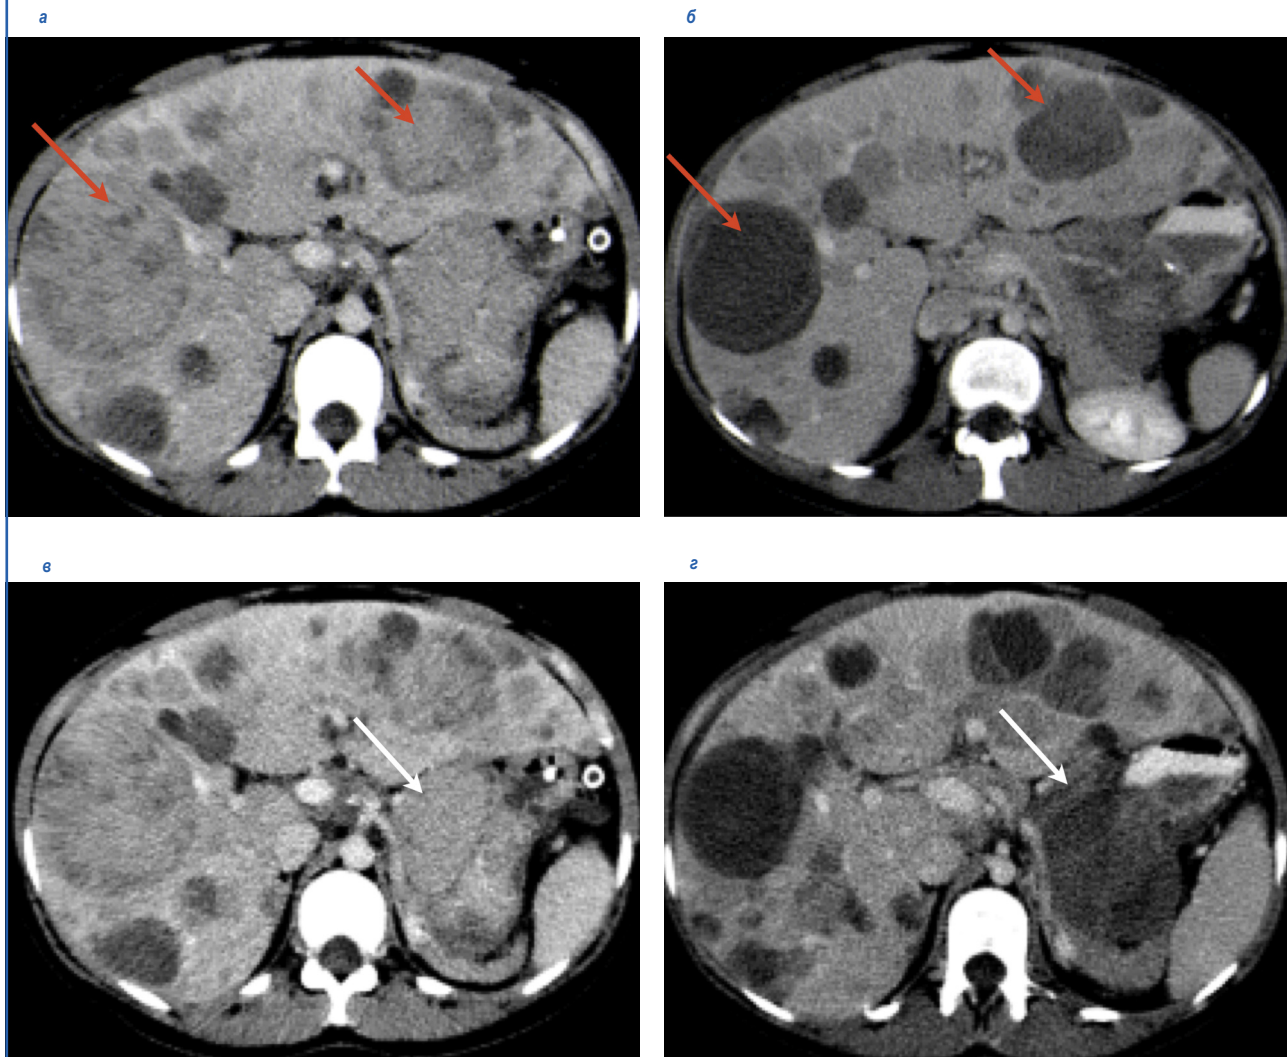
КТ в динамике на фоне приема иматиниба: а, в – до начала лечения, а – метастазы в печени, в – опухоль в желудке (февраль 2019 г.), б – через 2 мес терапии (апрель 2019 г.) – кистозная трансформация метастазов в печени, г – через 2 мес терапии, кистозная трансформация опухоли в желудке.
